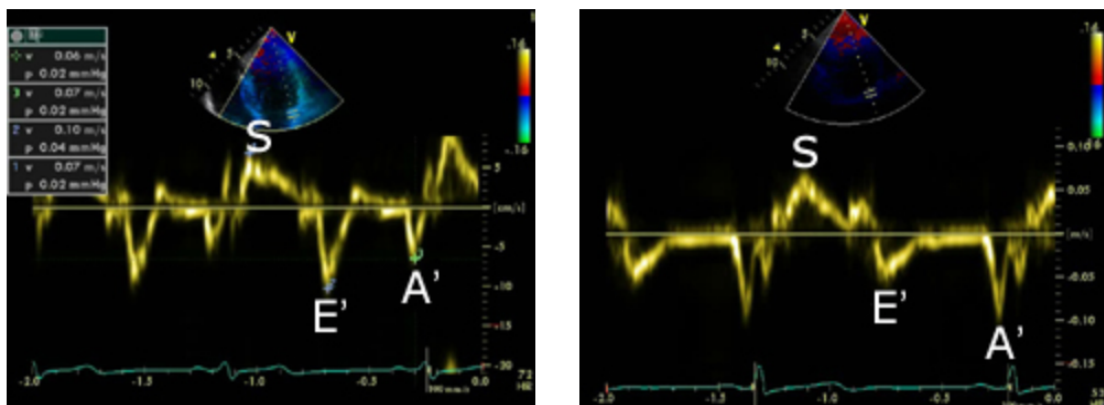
Mitralannulusgeschwindigkeit mittels PW - Doppler: Links: Antegrade, systolische Welle (S) und retrograde, diastolische Wellen (E' passive LV - Füllung; A' aktive LV Füllung) als Normalbefund. Rechts: E'/A' Verhältnis umgedreht bei Relaxationsstörung [übernommen aus (19)]
